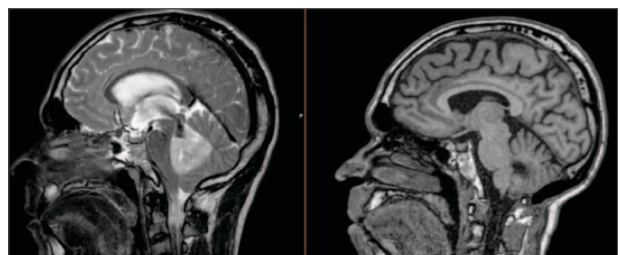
RMN 09/07/2021 do lado direito e comparação com a primeira RMN "(...) No presente exame não se identificam captações anómalas de produto de contraste, não se evidenciando alterações imagiológicas que sugiram recidiva tumoral. Sem evidência de outras captações anómalas de produto de contraste."
